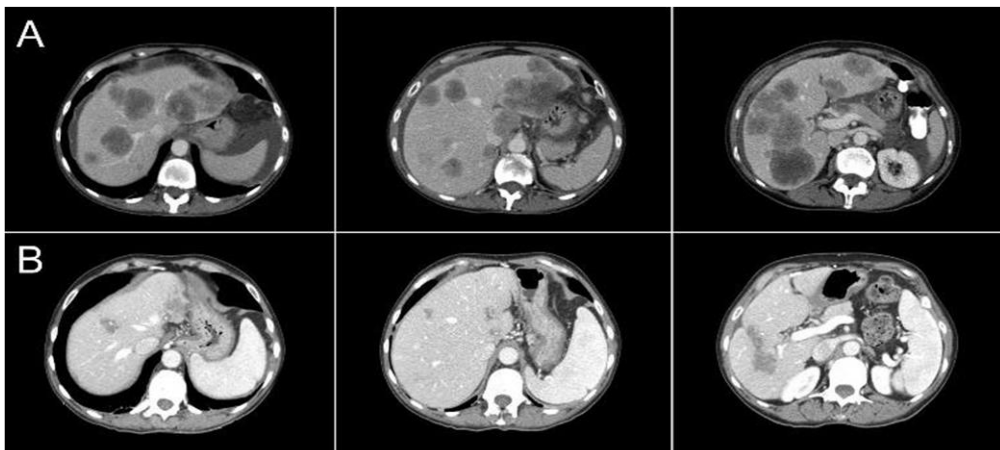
Imagen de evaluación de la respuesta radiológica a la quimioterapia preoperatoria. A) Secuencias de TC hepática previa a tratamiento. B) Secuencias de TC hepática postratamiento.
